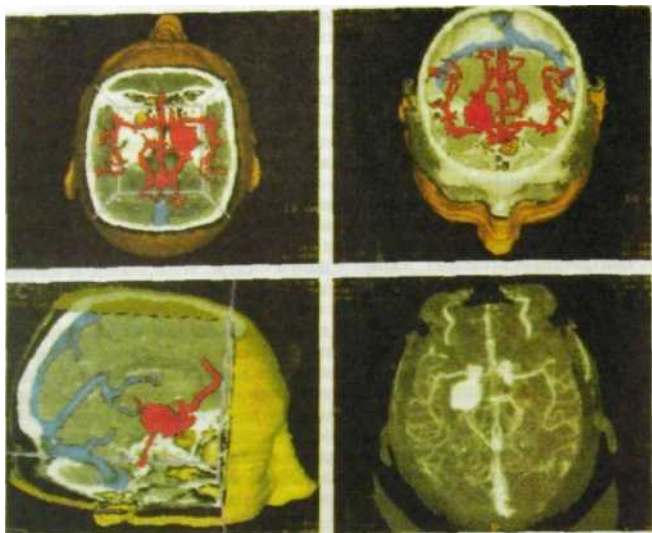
Компьютерное совмещение изображений сосудистой системы головного мозга, полученных с помощью магнитно-резонансной и компьютерной рентгеновской томографии (так называемые спаянные изображения).
